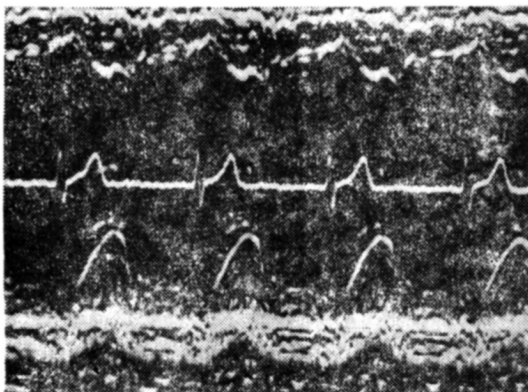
A left ventricular echocardiogram in hypertensive patient.
